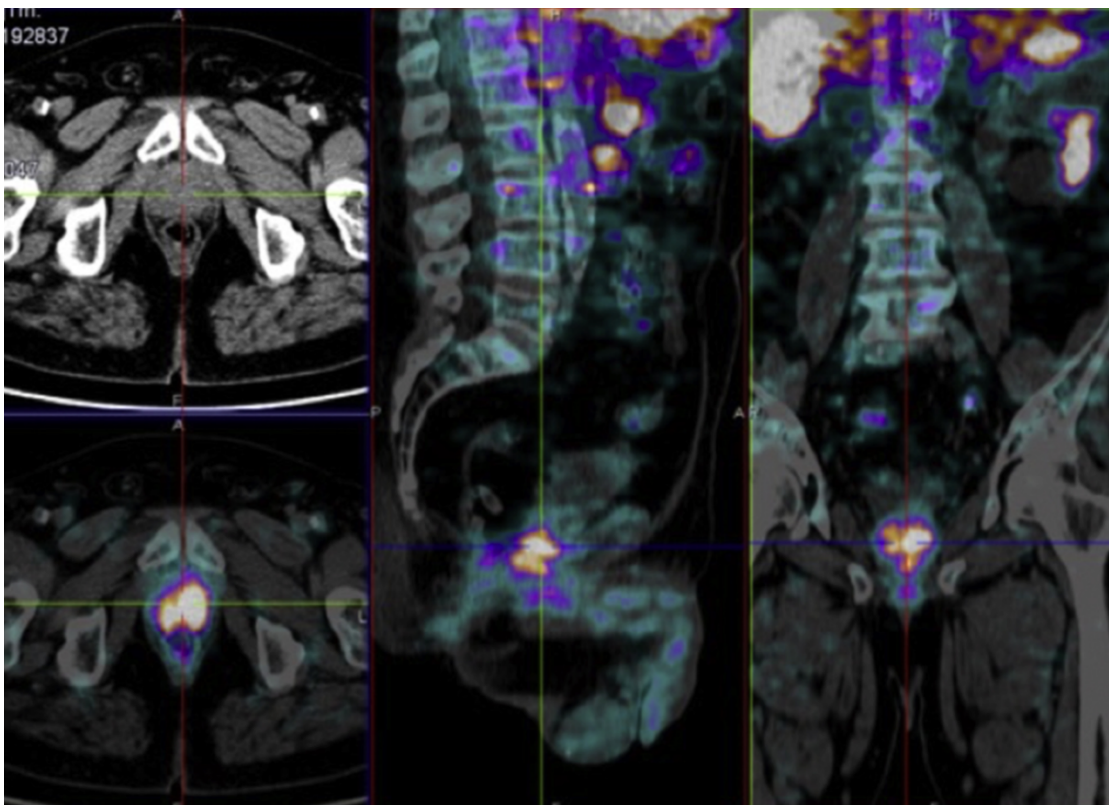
Томограмма ПЭТ-КТ мужчины с раком предстательной железы через 1 час после инъекции $^{64}\text{Cu}^{2+}$ [136].
